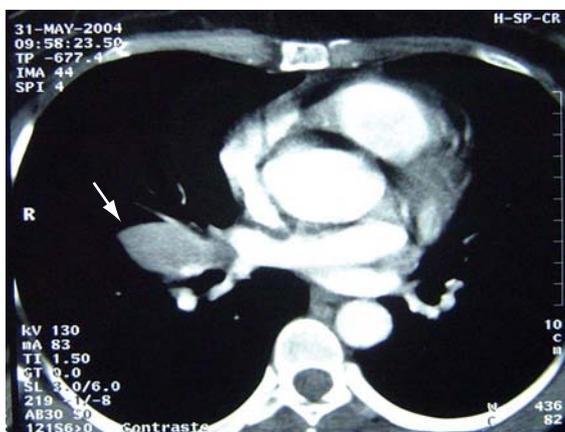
Tomografia computadorizada de tórax: nódulo em hemitórax direito.
